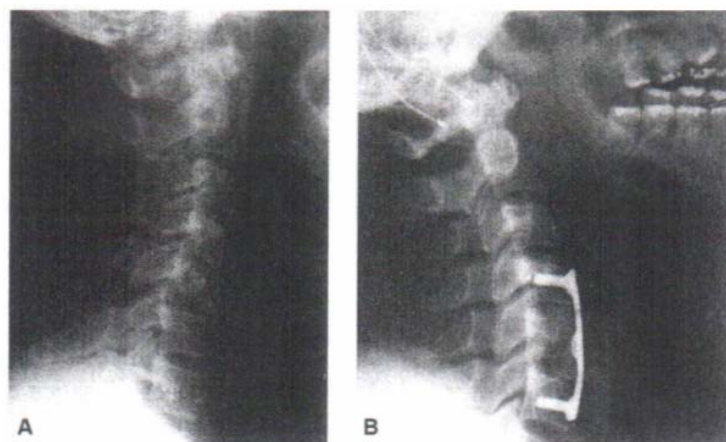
Radiografias em perfil da coluna cervical ilustrando (A) fratura de CV e (B) técnica de fixação anterior com placa e enxerto corticoesponjoso após corporectomia de CV.
